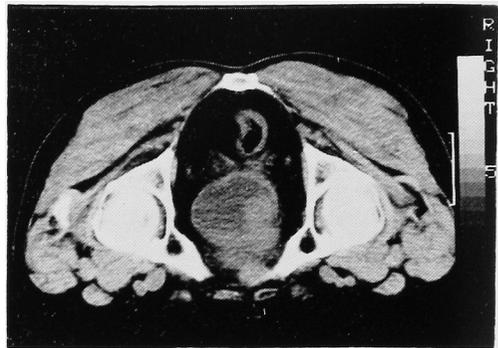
膀胱部 CT scan：膀胱右側壁をほぼ占める広基性腫瘍を認めるが壁外への浸潤は認められない。
